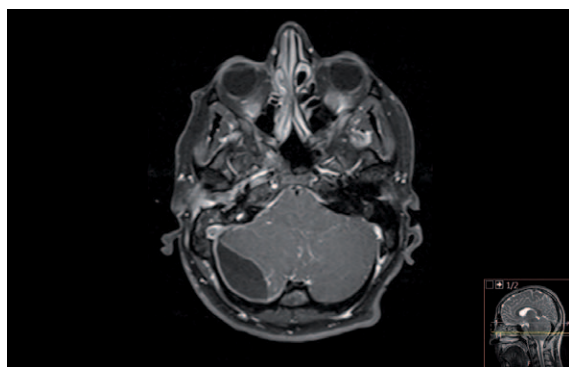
MRI with gadolinium. Axial cut on posterior fossa. Hypointense collection with peripheral contrast enhancement. Mass effect over right-side cerebellar hemisphere and fourth ventricle. DWI sequences showed restriction compatible with an inflammatory collection.
